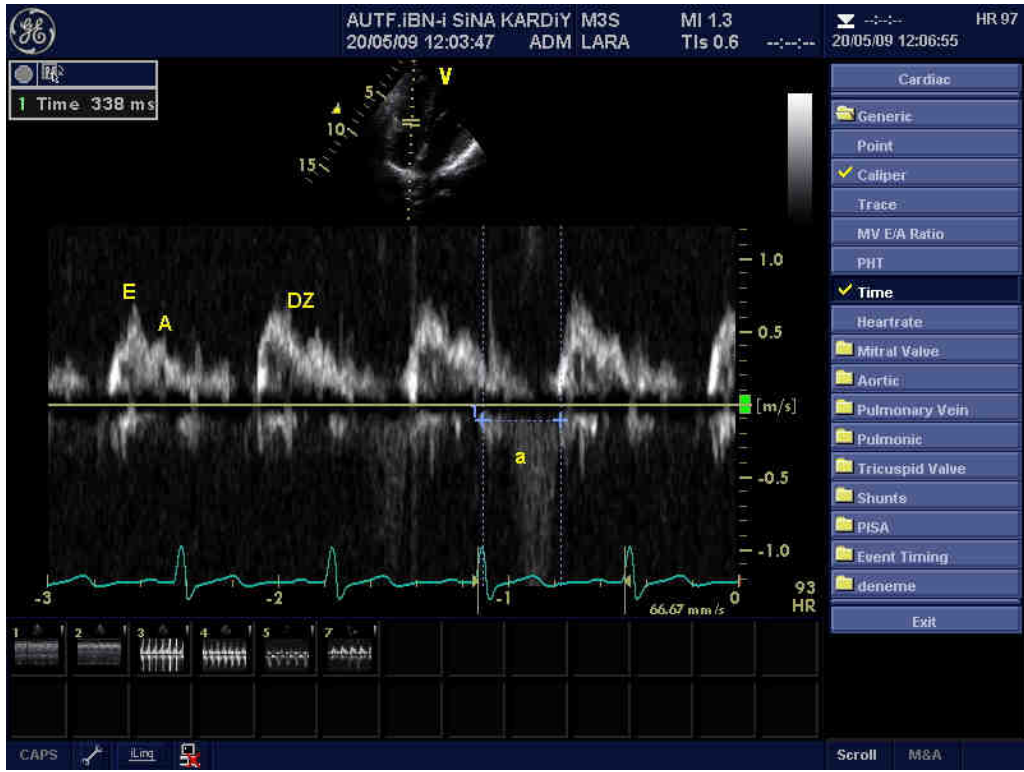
Apikal beş boşluk görüntüde PW Doppler ile IVRZ ölçümü
